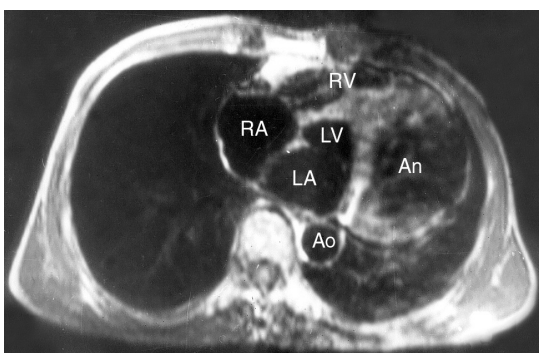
Гигантская аневризма ушка левого предсердия, магнитно-резонансная томограмма в поперечной плоскости. An — аневризма, Ao — аорта, LA — левое предсердие, LV — левый желудочек, RA — правое предсердие, RV — правый желудочек.
